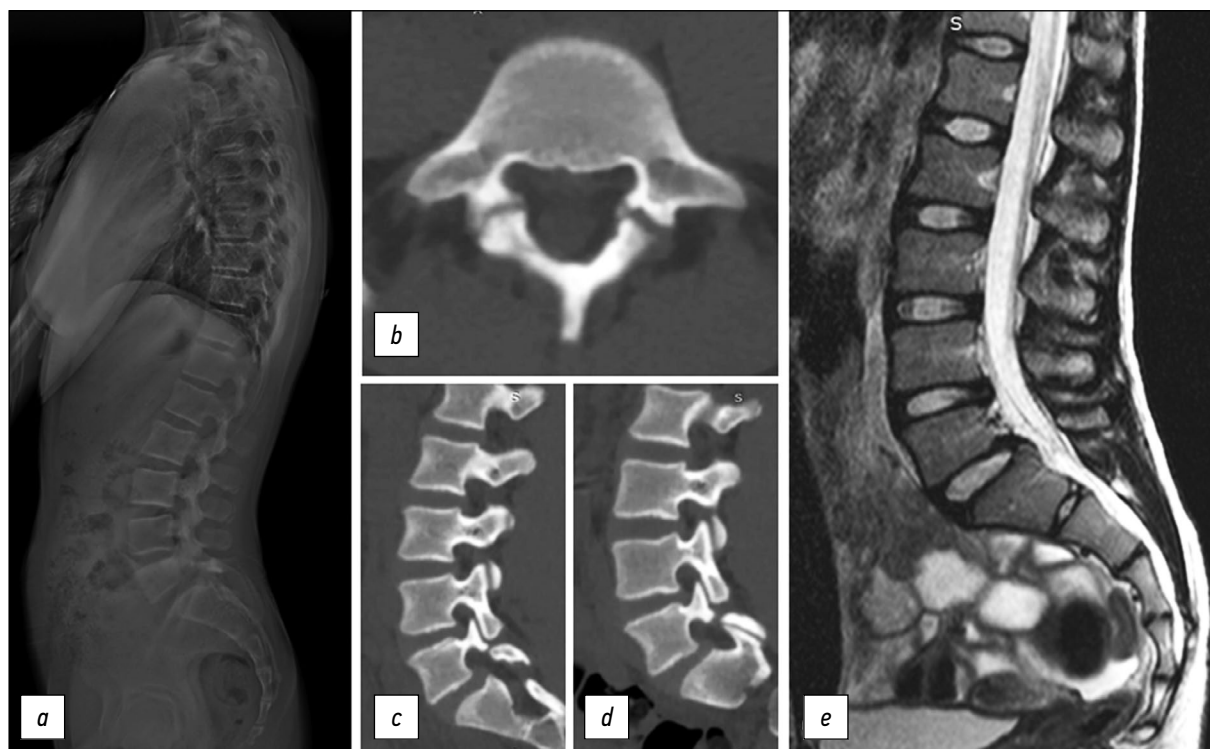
Данные лучевой диагностики: *a* — постуральная рентгенография позвоночника в боковой проекции, *b, c, d* — компьютерная томография, *e* — магнитно-резонансная томография.
